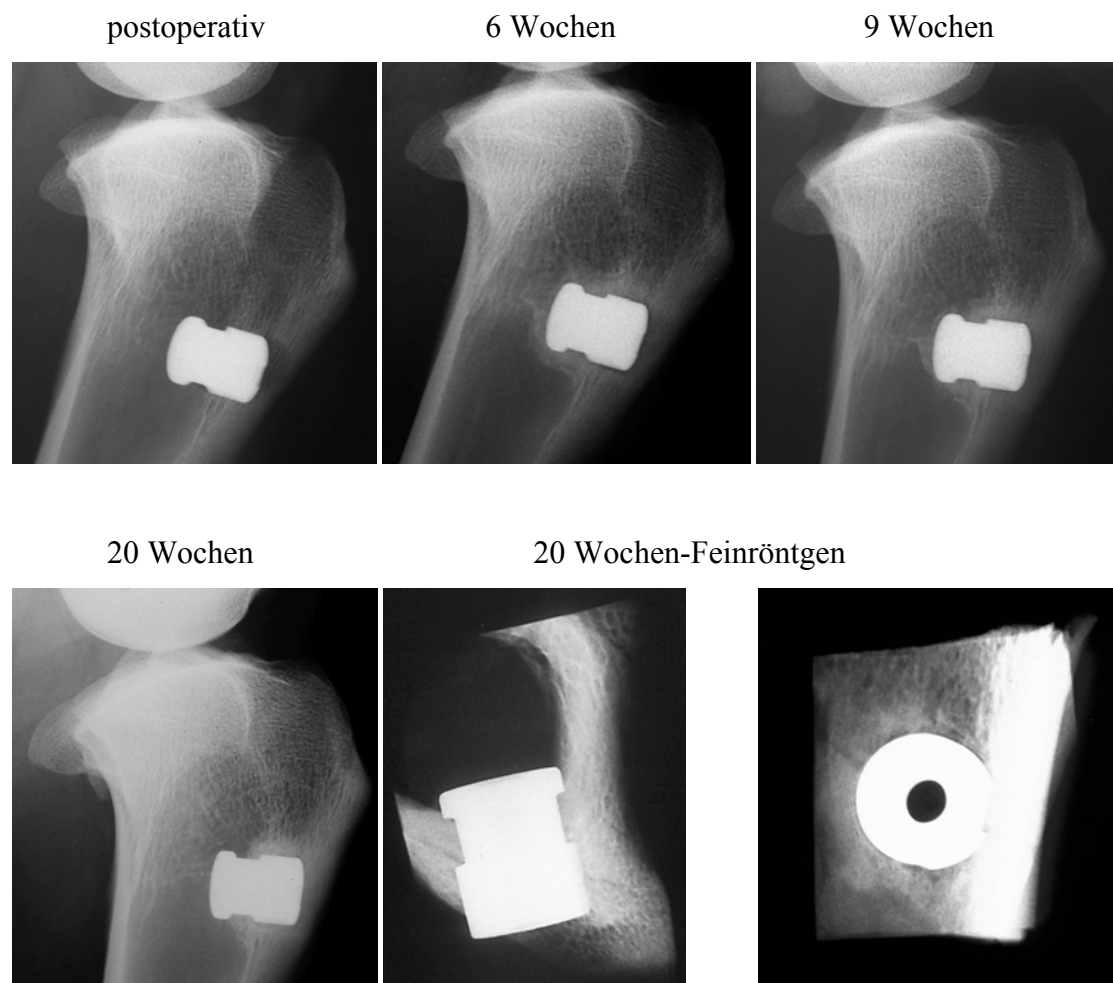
Röntgenverlaufskontrollen des linken Zylinders (mit BMP-2) eines 20-Wochentieres
